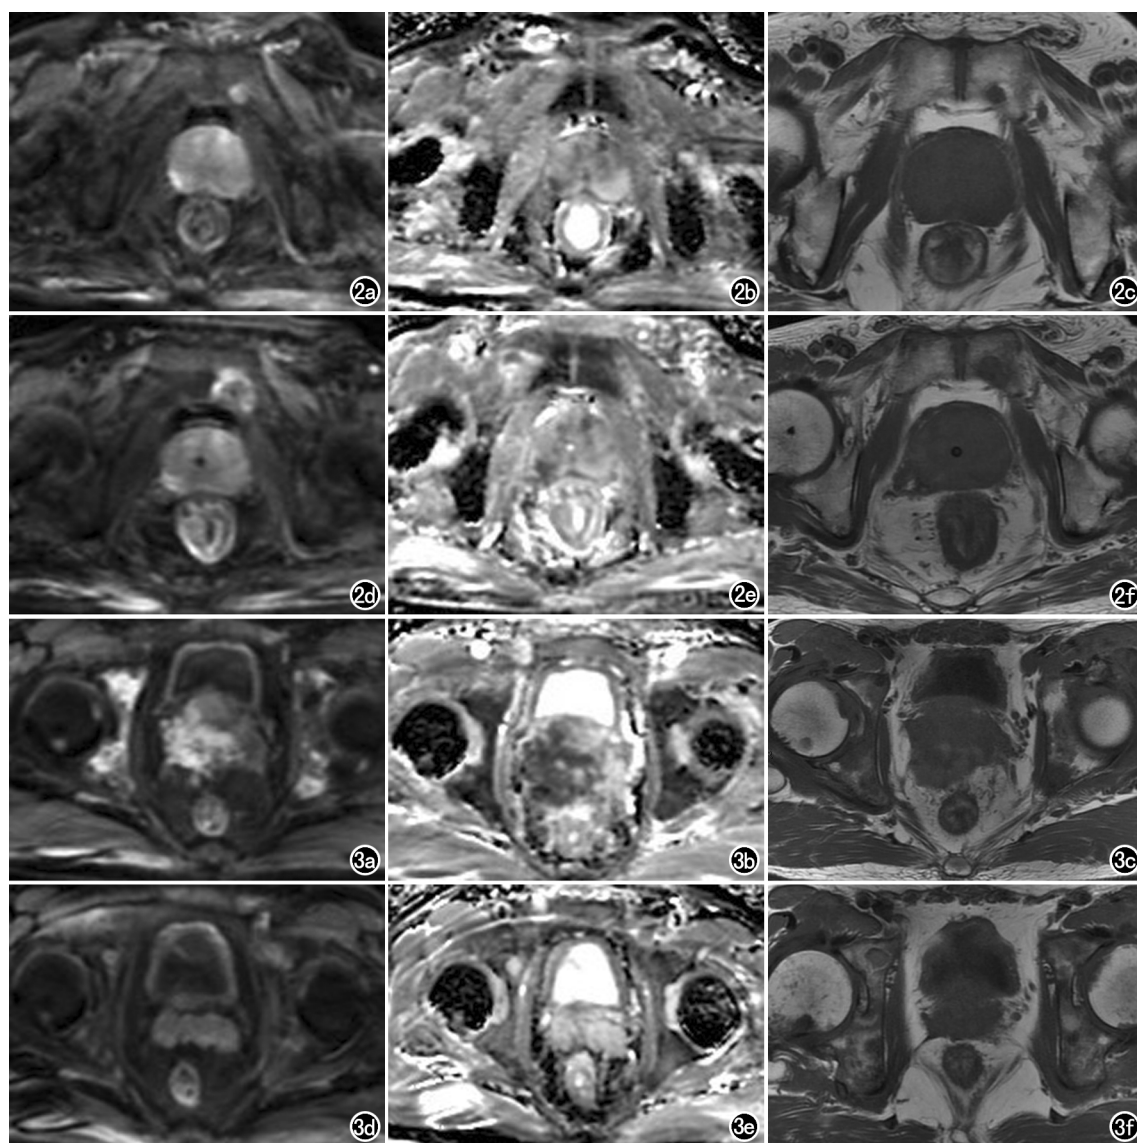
骨转移治疗反应评估(MET-RADS-P 标准)。男,65岁,前列腺癌,左侧耻骨骨转移病灶治疗后反应评估为高度可能进展(RAC-5)。a~c为治疗前(2019年7月),d~f为内分泌治疗1年后(2020年6月)。a)DWI($b=800\text{s/mm}^2$)示左侧耻骨高信号转移灶(箭);b)ADC上低信号病灶(箭);c) T_1 WI上低信号病灶(箭);d)骨转移病灶增大,DWI图上信号强度增强;e)ADC示增大低信号病灶区域;f) T_1 WI示增大低信号病灶区域。图3 骨转移治疗反应评估(MET-RADS-P 标准)。男,58岁,前列腺癌,双侧髌白、股骨头内多发转移灶治疗后反应评估为高度可能反应(RAC-1)。a~c为治疗前(2019年2月),d~f为经内分泌治疗4个月后(2019年6月)。a)治疗前DWI($b=800\text{s/mm}^2$)示双侧髌白、股骨头内多发高信号转移灶(箭);b)ADC示弥漫低信号区域(箭);c) T_1 WI示弥漫低信号区域(箭);d)DWI图像上病灶信号强度降低;e)ADC示低信号区域缩小;f) T_1 WI示低信号区域缩小。
